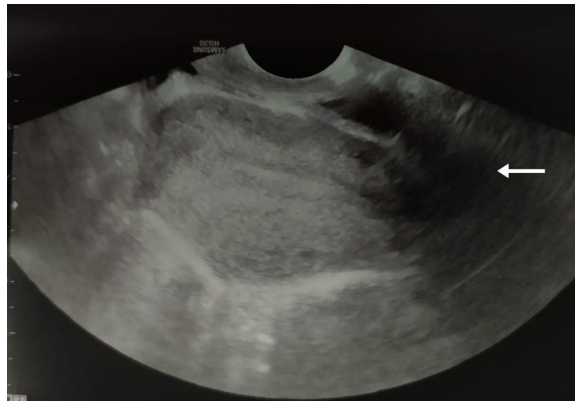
Ecografía transvaginal intraoperatoria. Se observa útero de morfología normal con artefacto de sombra sónica correspondiente a tabique vaginal transversal (flecha).
